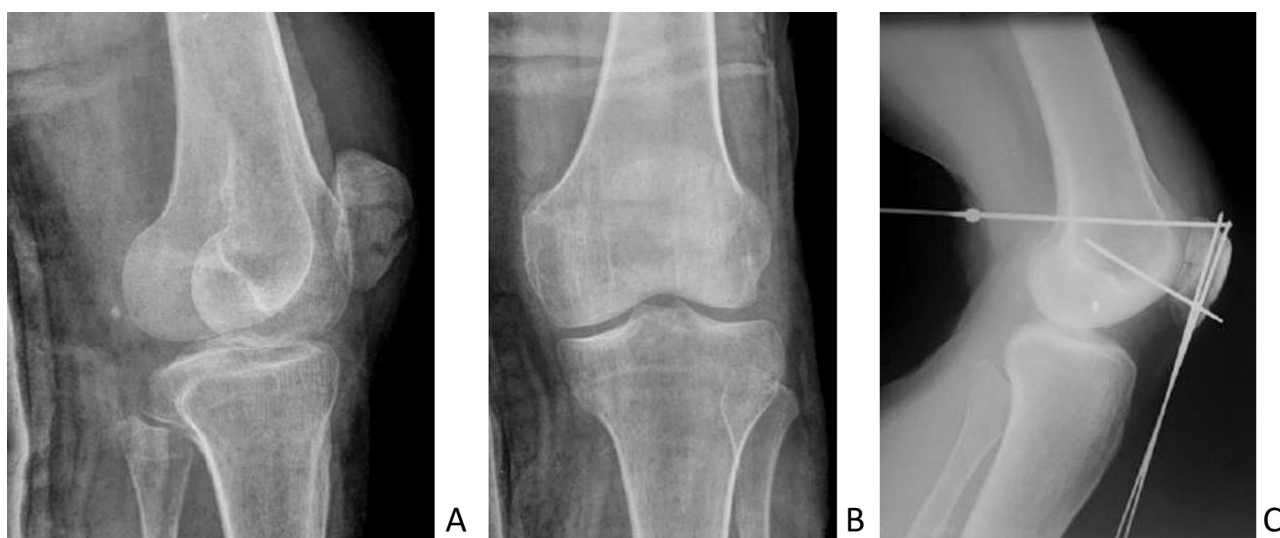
Рентгенограммы коленного сустава в прямой и боковой проекциях при поступлении (А, В); интраоперационная рентгенограмма коленного сустава в боковой проекции: контроль репозиции (С)
